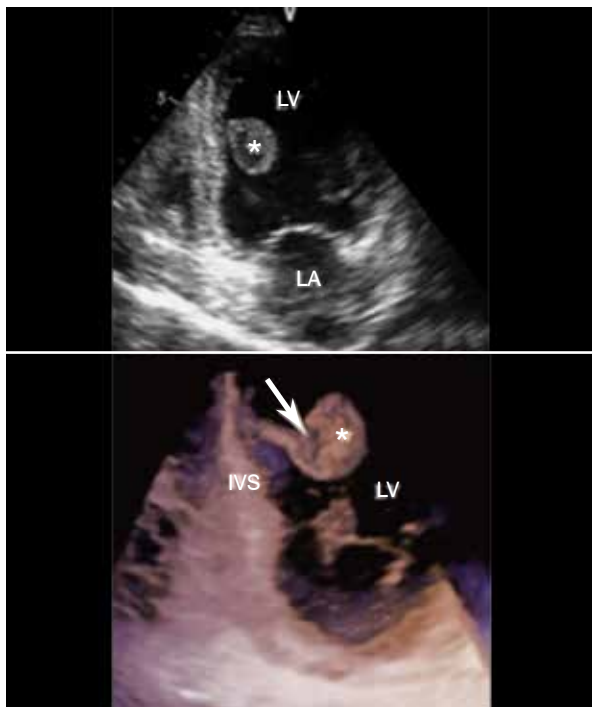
Ecocardiogramas 2D e 3D evidenciando trombo intracavitário pedunculado e móvel (VE) em paciente portadora de MCP peri-parto.
